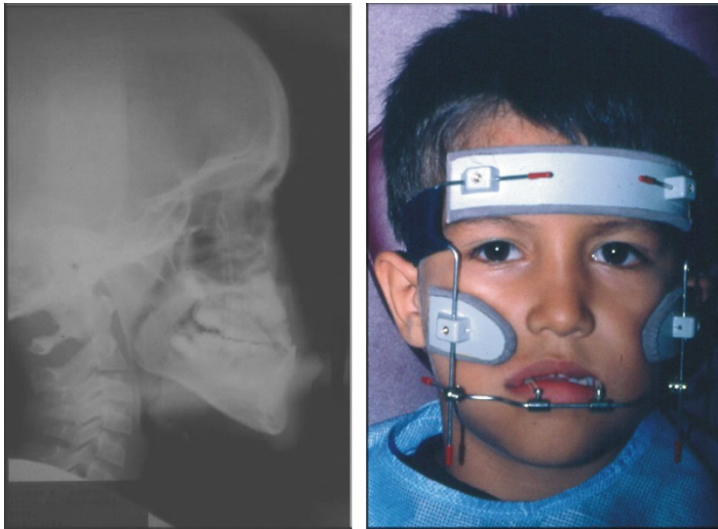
Radiografía lateral al inicio del tratamiento y paciente con máscara facial
